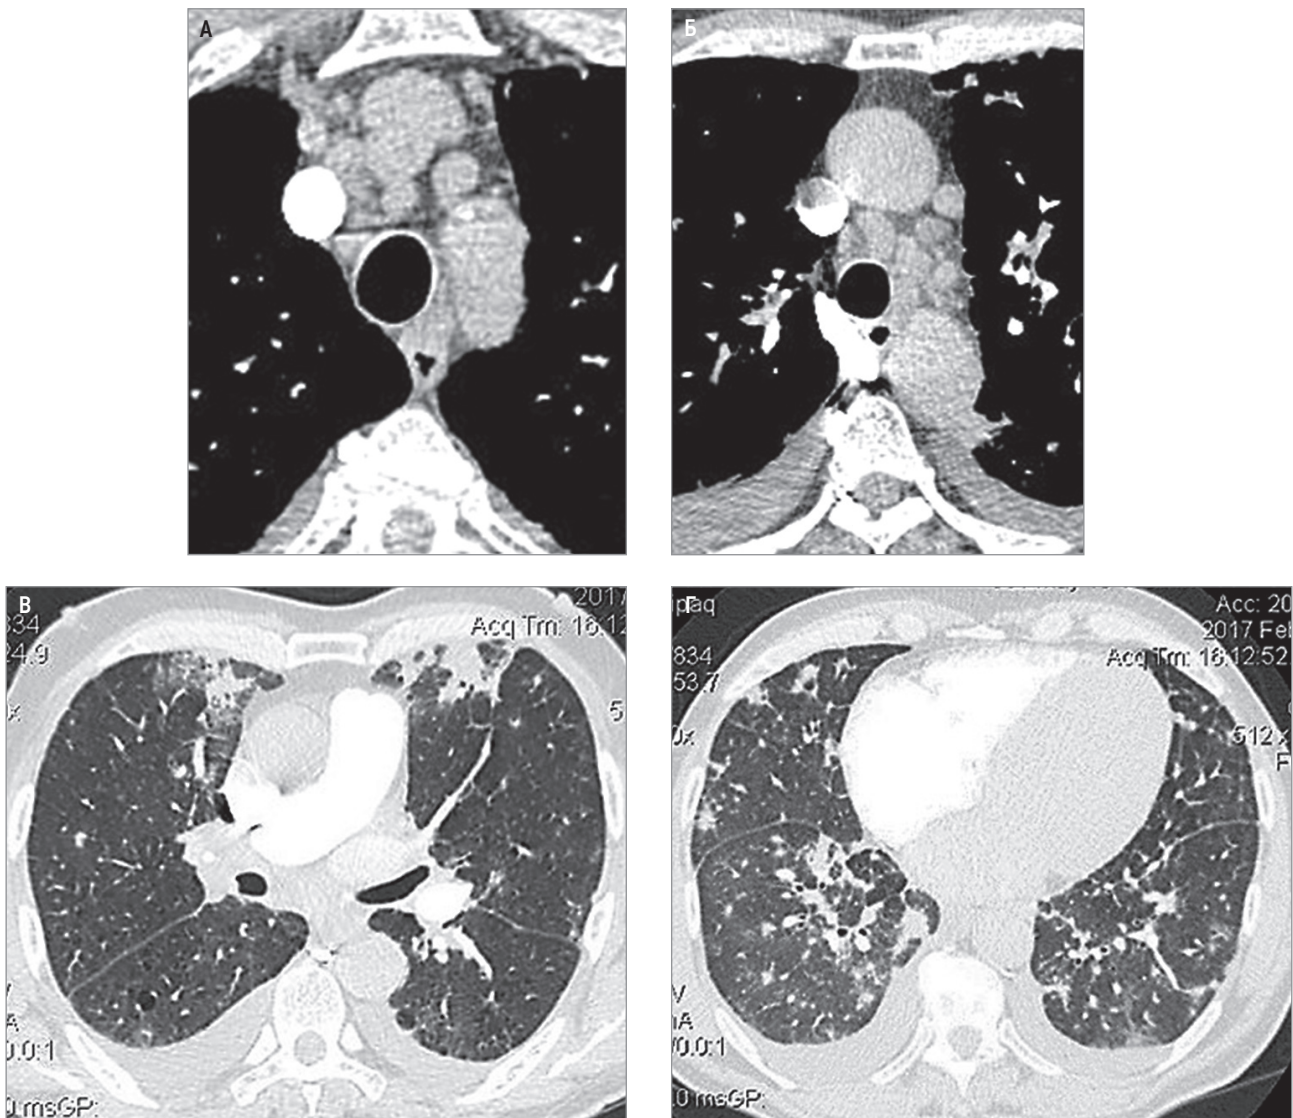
Амиодарон-индуцированный экзогенный токсический альвеолит: А, Б – многочисленные увеличенные внутригрудные лимфатические узлы, 2-сторонний плевральный выпот при компьютерной томографии органов грудной клетки в мягкотканном режиме; В, Г – картина заболевания в легочном электронном окне (по Орловой Г.П. и др., 2021 [248])
